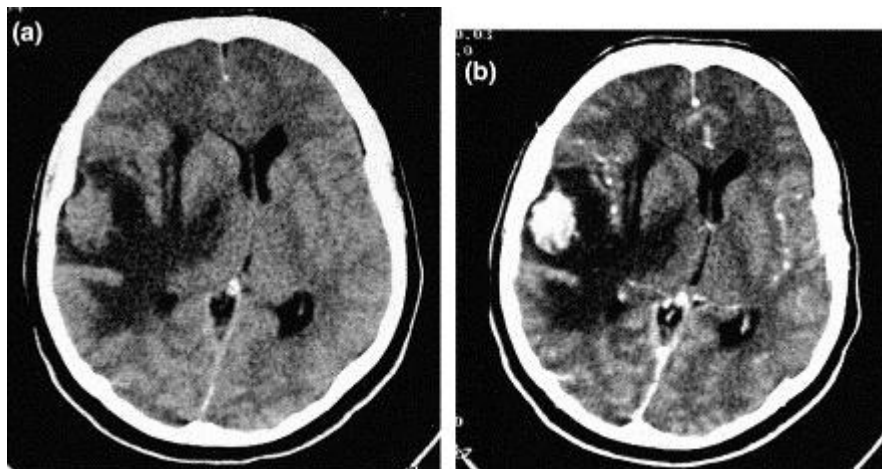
CT Scan* Tumor Otak (sumber: Someya dkk, 2002)
